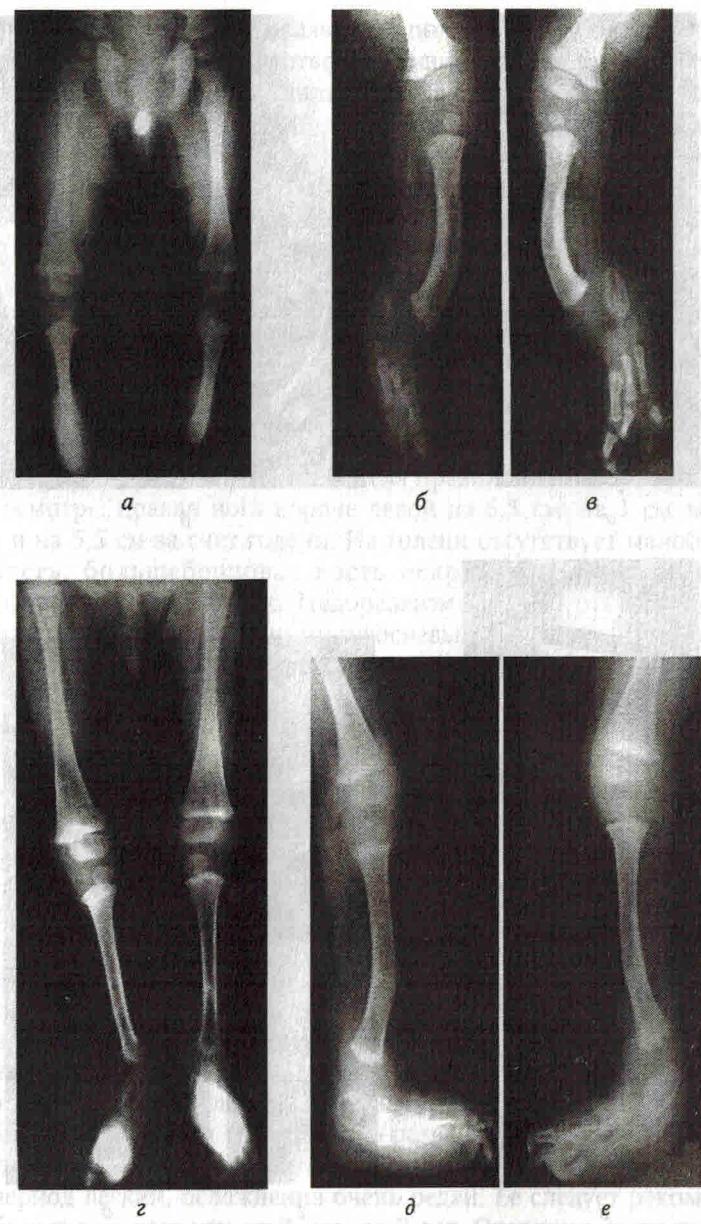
Рентгенограммы больного С., 10 мес.: *a*—*e* — до операции; *g*—*e* — после оперативного лечения
